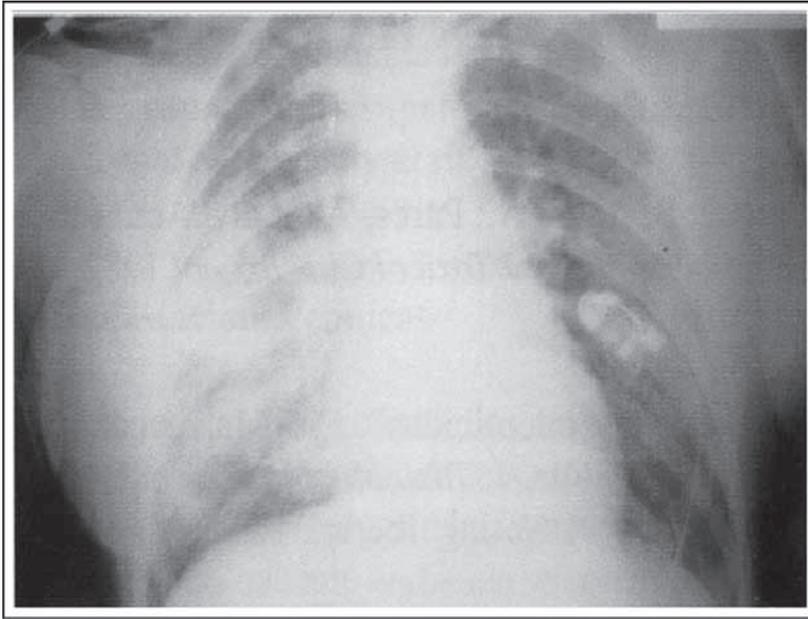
Radiografía PA de tórax: edema de pulmón tras sobredosis de heroína por vía i.v.
